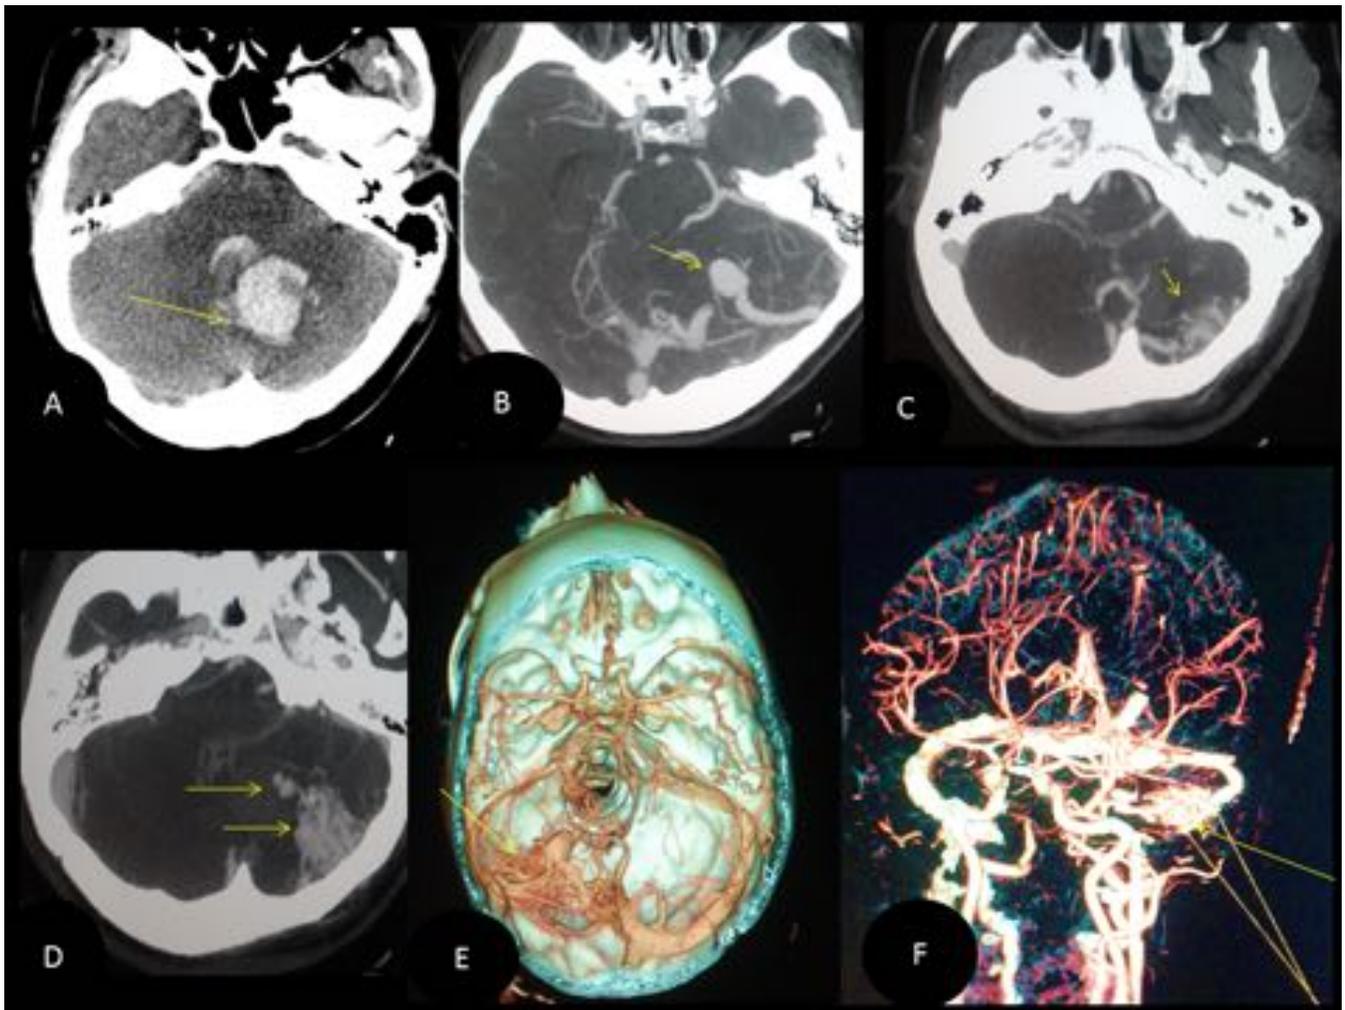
Figura 5. Paciente de 40 años con hematoma cerebeloso izquierdo, apertura al sistema ventricular y efecto masa. Angio TC . A-B-C Cortes axiales donde observamos la vena de drenaje, el nidus y un aneurisma intranidal en un malformación localizada en fosa posterior. D y E. reconstrucciones VR donde observamos con mas detalle los hallazgos ya descritos.
